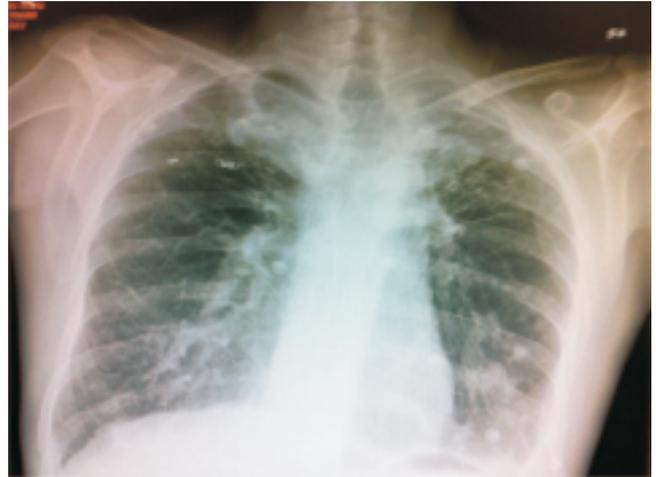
Radiografía simple de tórax donde se aprecian bronquiectasias en ambos lóbulos pulmonares.
